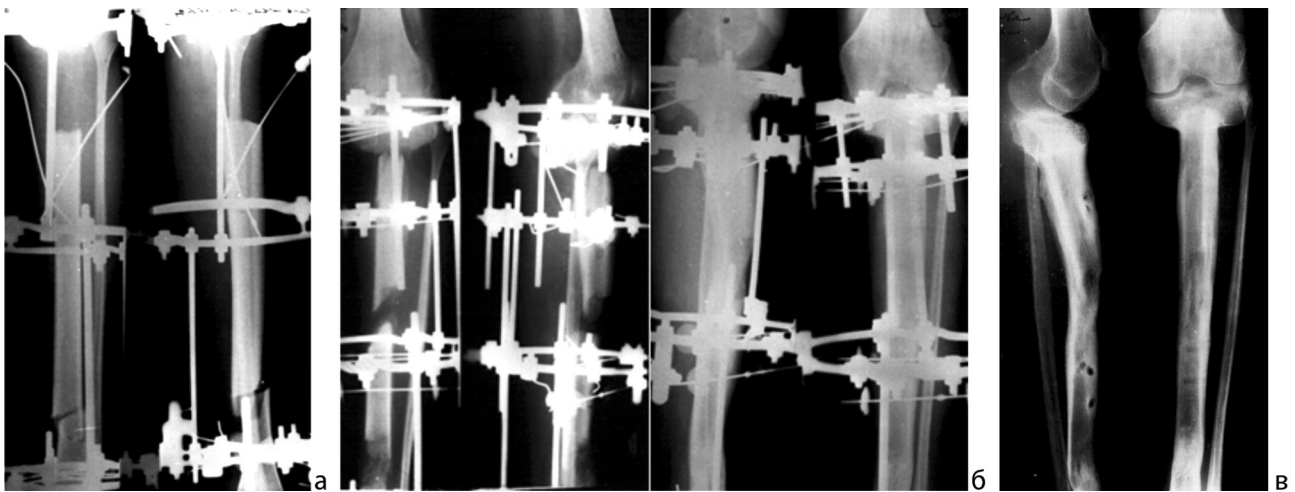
Рентгенограммы левой голени больной И.: а – после операции; б – в процессе лечения; в – через 1,5 года после операции
